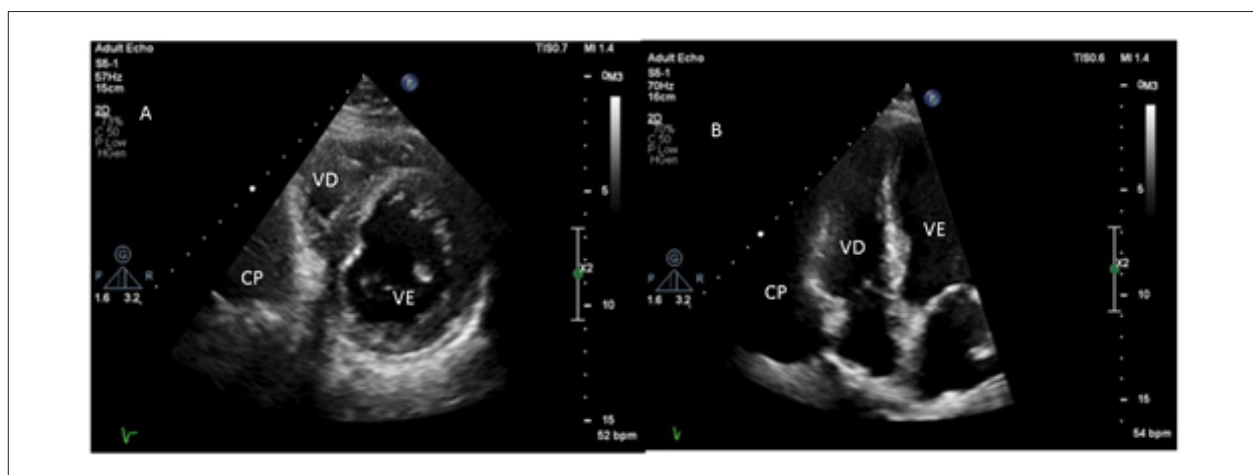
Imagens do Dopplerecardiograma em eixo curto (painel esquerdo) e quatro câmaras (painel direito) mostrando o cisto pericárdico (CP) como área luminescente posterior ao ventrículo direito (VD). VE=Ventrículo esquerdo.
